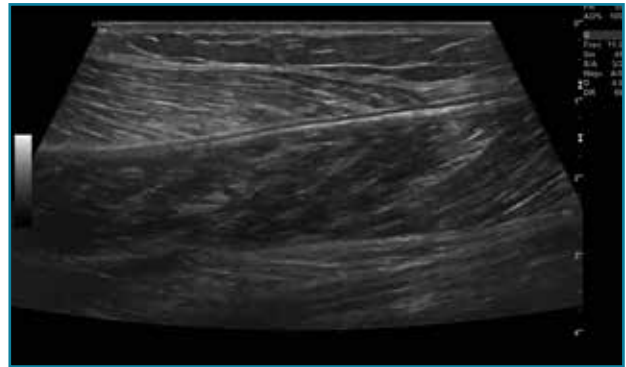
Corte sagital de una ecografía de pierna: imagen de fibras musculares normales del gemelo.
